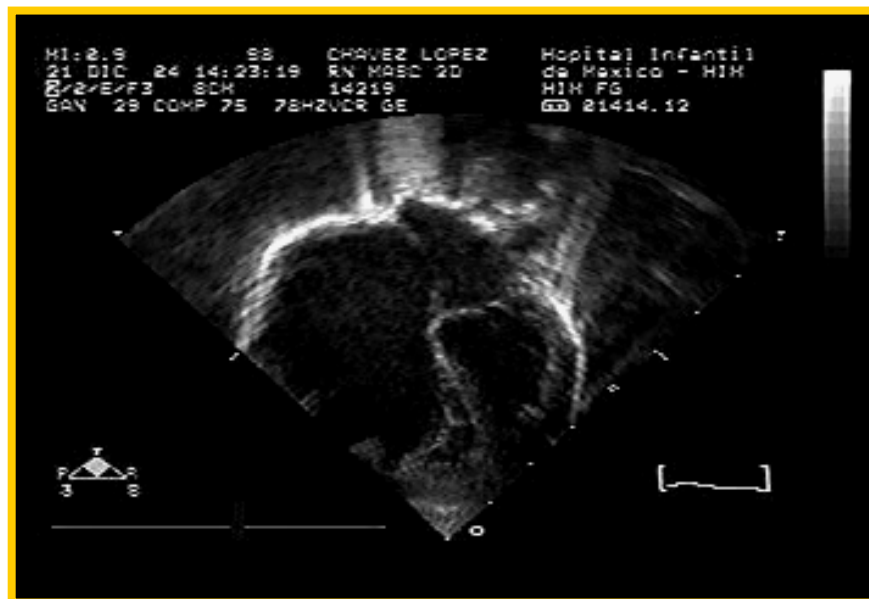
Ecocardiograma de paciente con anomalía de Ebstein grave, corte apical.
